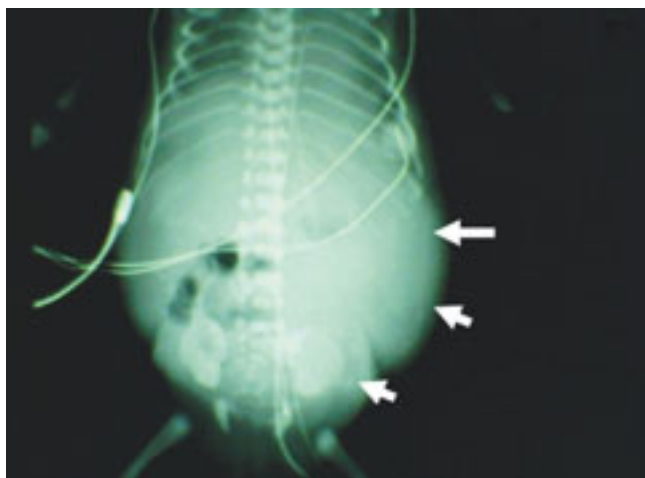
Radiografía simple de abdomen con ascitis y calcificaciones (flechas).
